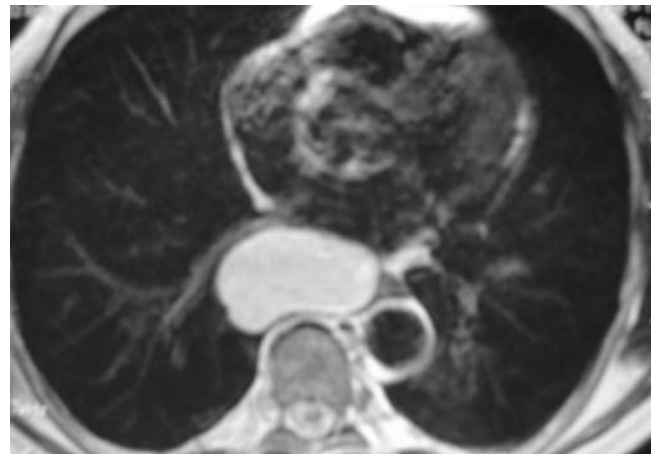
IRM d'un kyste bronchogénique para-oesophagien traité par vidéo-thoracoscopie.
